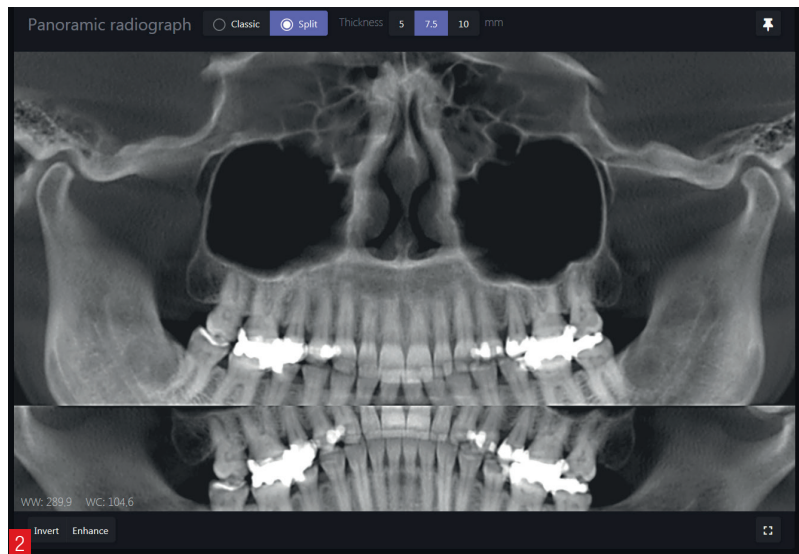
Segmentierte Orthopantomogramm-Ansicht mit verschiedenen Schichtstärken. Abb. 3: Satz von Schnittbildern in drei Ebenen für jeden Zahn. Abb. 4: Patientenreport als Information und Motivation zur Fortführung der Behandlung.
